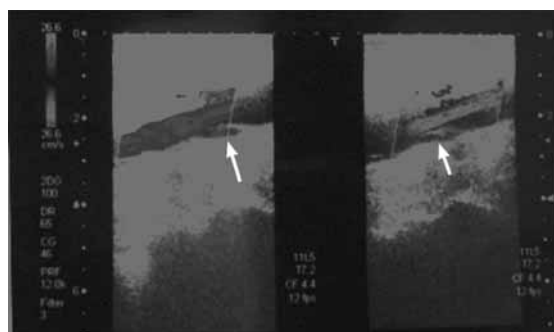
Right popliteal artery, doppler sonography of the right popliteal artery.
